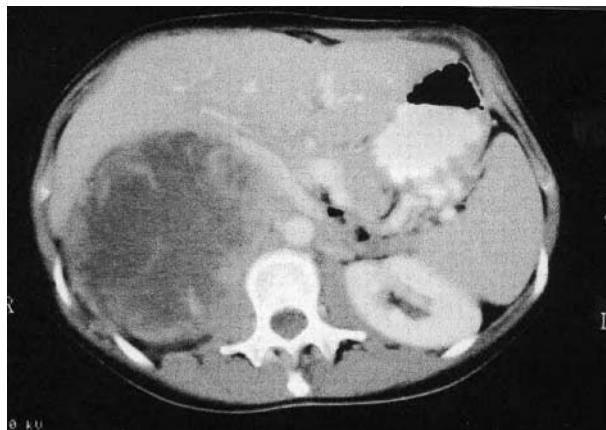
Imagen de tomografía computarizada en la que se aprecia en un corte a nivel de área suprarrenal, una gran masa suprarrenal heterogénea.
